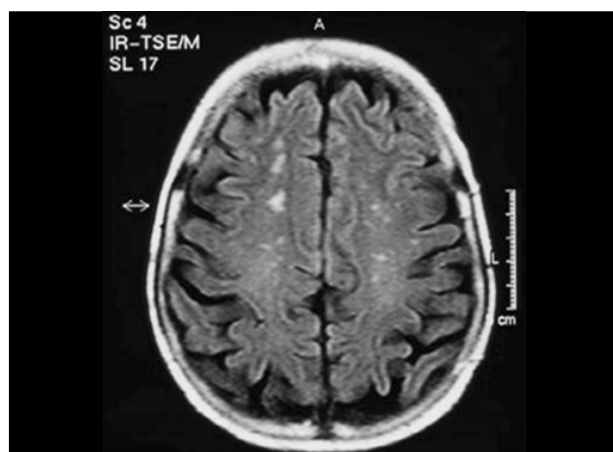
Lesões subcorticais hiperintensas - MR (FLAIR).
